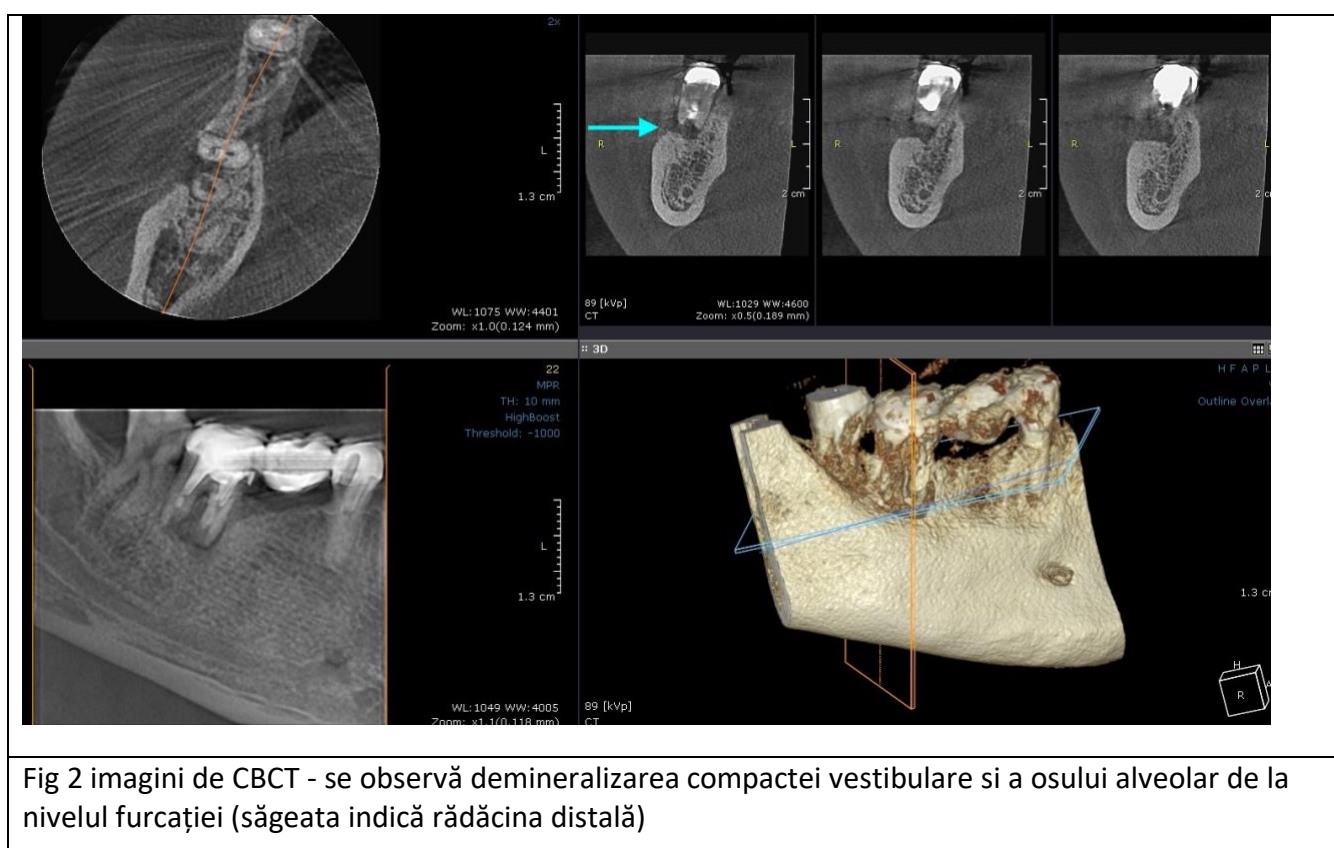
imagini de CBCT - se observă demineralizarea compactei vestibulare si a osului alveolar de la nivelul furcației (săgeata indică rădăcina distală)
